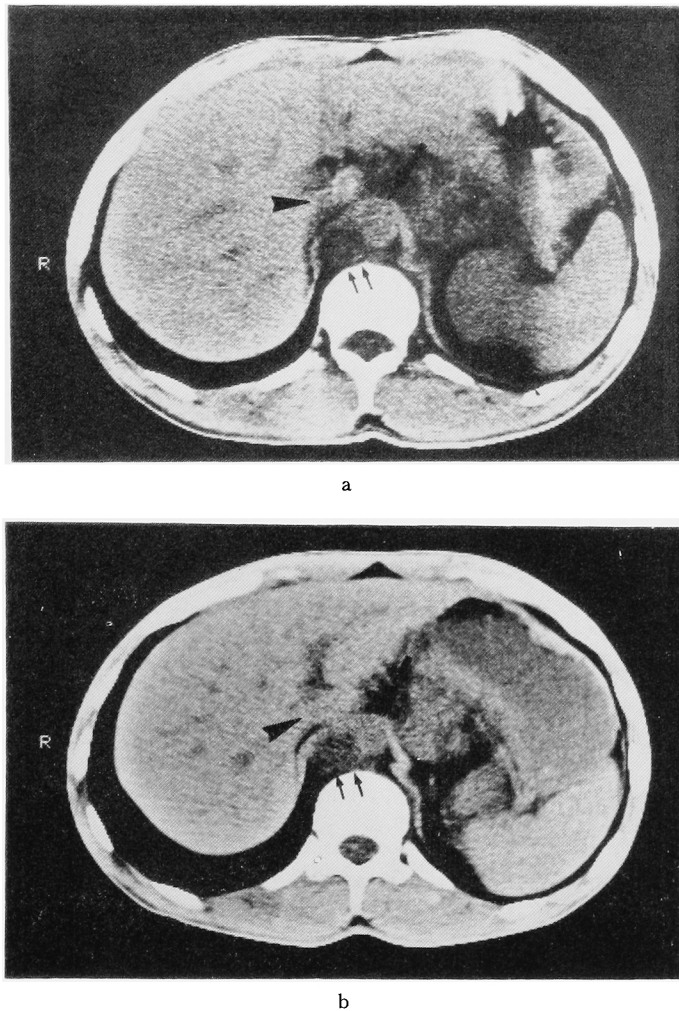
Retrocrural CT in the case 2. Before (a) and after (b) the initial chemotherapy. Arrow head indicates inferior vena cava and big arrow aorta. Small arrows indicate enlarged mass lesion in the retrocrural space.
